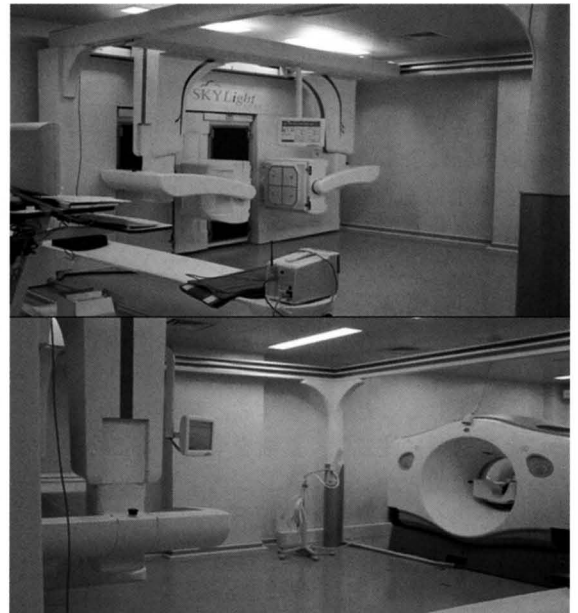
SPECT/CT combined system
